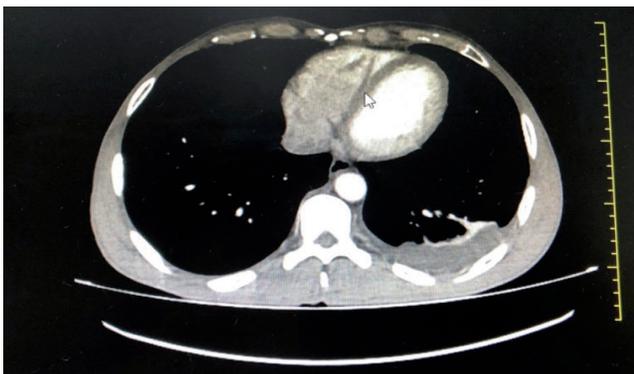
Corte axial de tomografía de tórax donde se evidencia derrame pleural izquierdo de aspecto libre. Fuente: los autores..
